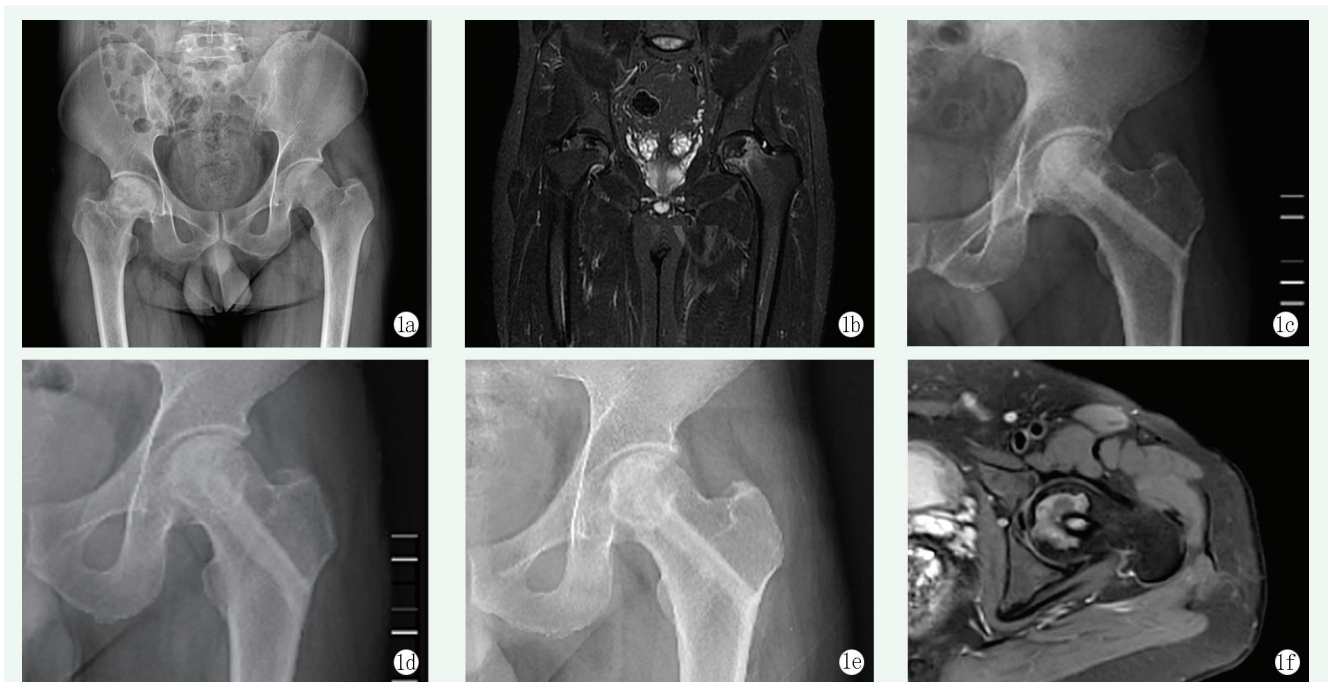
患者男性, 34 岁。1a: 术前 X 线片提示左侧股骨头坏死, 未塌陷; 1b: 术前 MRI 提示左侧股骨头坏死, 未塌陷; 1c: 术后 6 个月 X 线片示植骨部分愈合, 股骨头未继续塌陷, 腓骨支撑有效; 1d: 术后 12 个月 X 线片示植骨区域继续愈合, 坏死边界逐渐固化, 未见塌陷; 1e: 术后 24 个月复查 X 线片示坏死区域未见扩大, 边界清晰, 股骨头无塌陷; 1f: 术后 24 个月 MRI 示股骨头未见塌陷, 植骨区域骨愈合, 周围骨质血供恢复。
